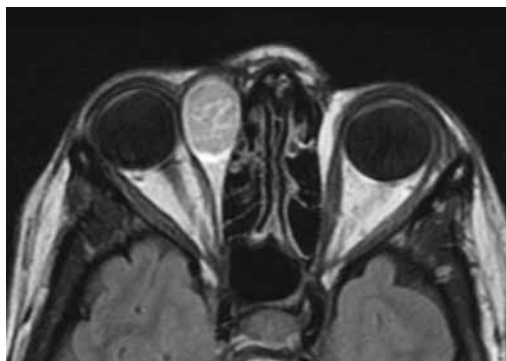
RMN. Destaca lesión quística con desplazamiento de globo ocular derecho.
